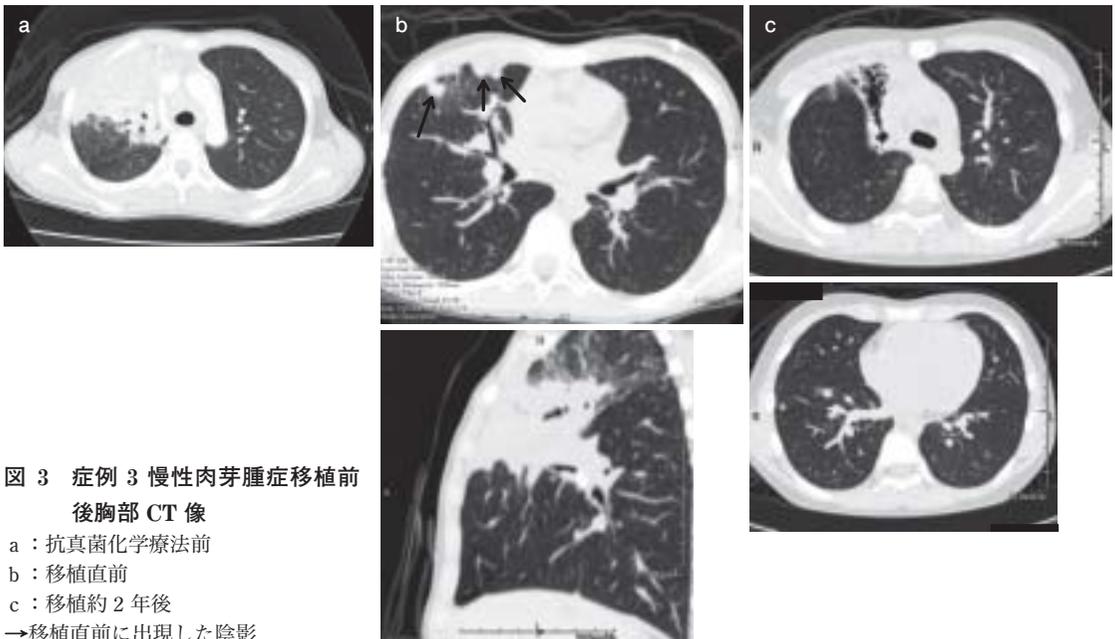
症例 3 慢性肉芽腫症移植前後胸部 CT 像
